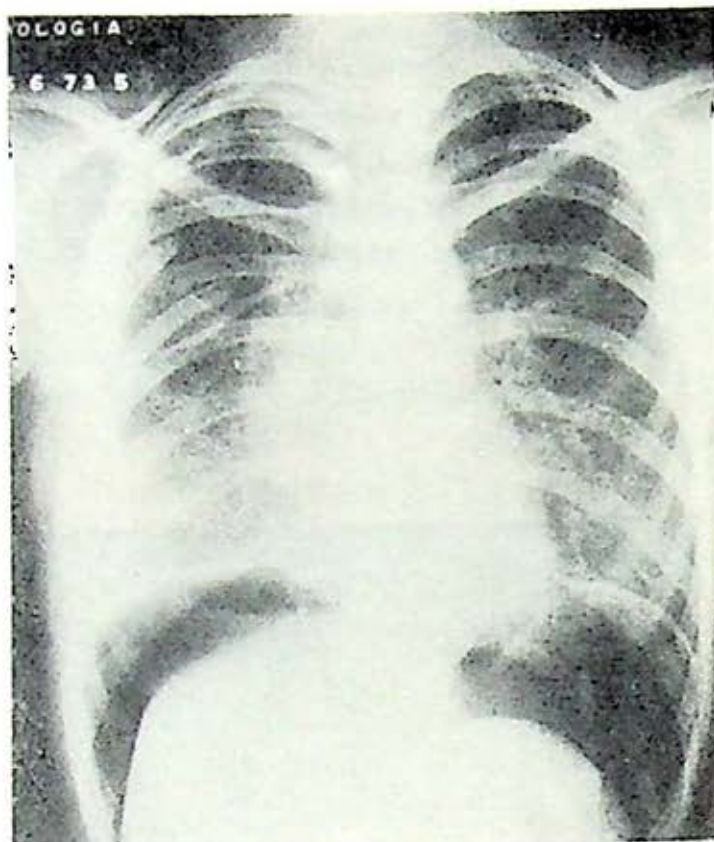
Radiografía postoperatoria donde se aprecian dos costillas seccionadas; el mediastino ha regresado a su sitio normal. Se aplicó neumoperitoneo con objeto de reducir la cavidad de hemitórax derecho.
